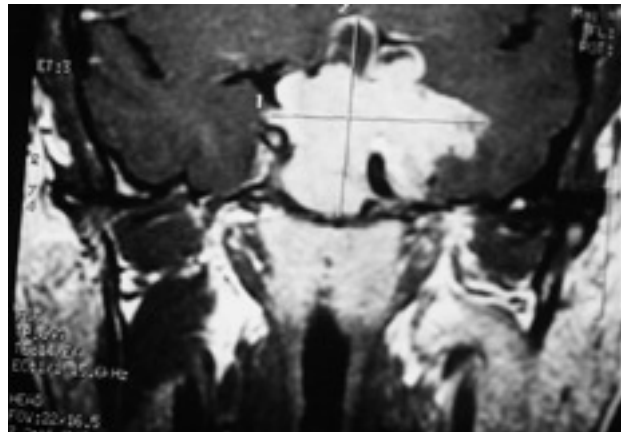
Resonancia magnética nuclear de la hipófisis que muestra una masa irregular que ocupa toda la silla turca con marcada extensión supraselar e invasión del seno esfenoidal, con una pequeña zona quística en su interior. El diámetro transversal es de 50 mm y el craneocaudal de 40 mm.
